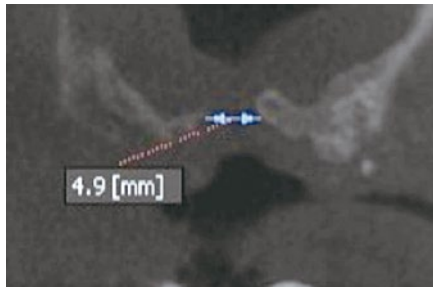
同CTパノラミック像。近遠心的に約5mmの骨欠損が認められる。
